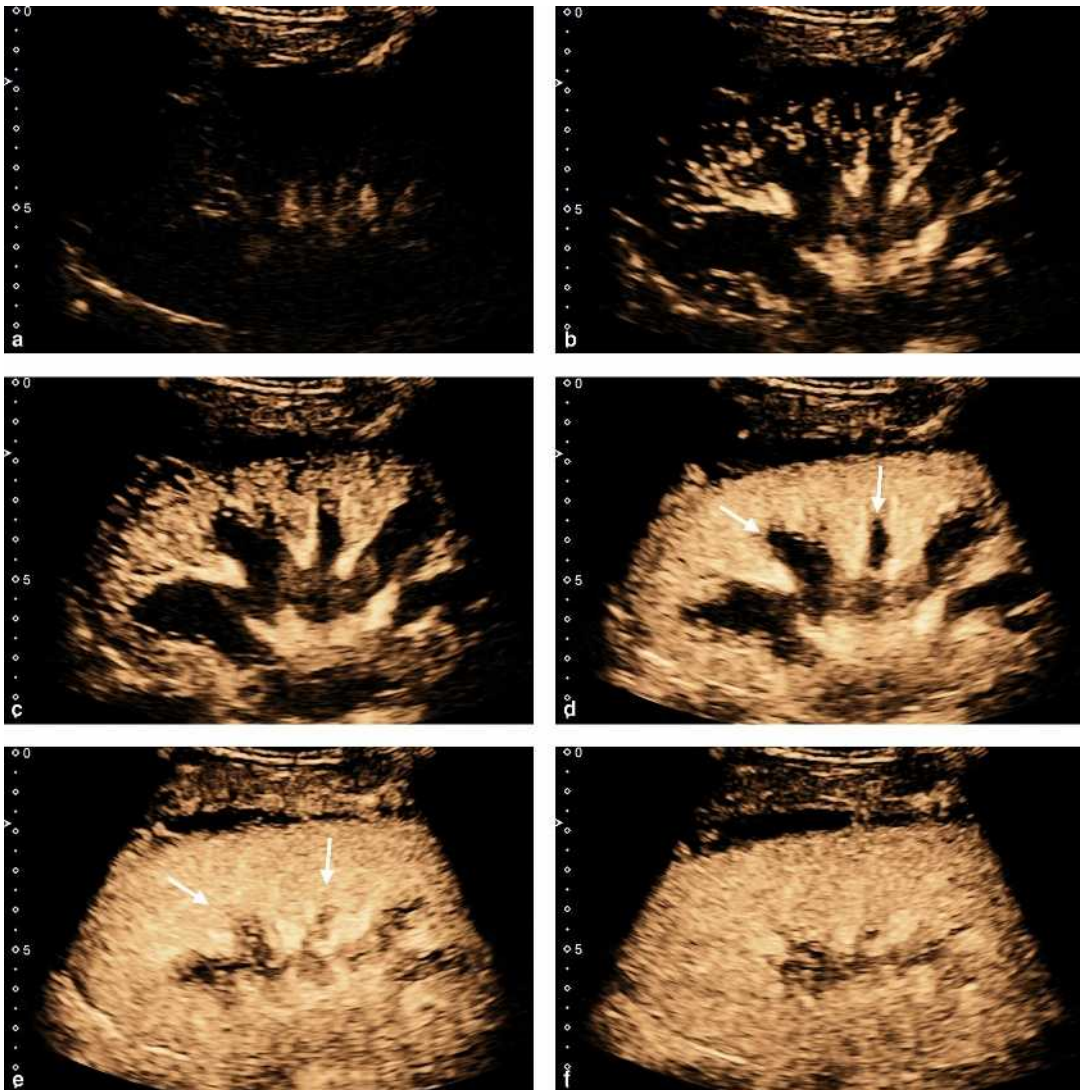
Cinétique de rehaussement du rein normal en échographie de contraste. L'étude est réalisée à 3 mois d'une transplantation rénale familiale non compliquée, en mode harmonique à bas index mécanique avec une cadence image de 10 Hz, après injection intraveineuse de 0,5 ml de SonoVue®. a) Coupe longitudinale du greffon rénal avant injection. La suppression du signal tissulaire rend difficile l'identification des différentes structures. b-f) Étude du rehaussement sur un plan de coupe identique après injection, au temps artériel à 11 secondes (b), 12 secondes (c), 13 secondes (d), 19 secondes (e) et 43 secondes (f) du début de l'injection en bolus du PCUS. La prise de contraste intéresse d'abord les artères sinusales et interlobaires (b), puis le lit capillaire d'aval (c). La différenciation entre le cortex rehaussé et la médullaire non opacifiée est maximale. Dès la treizième seconde (d), la médullaire externe commence à se rehausser (flèches). Sur la figure (e), la différenciation corticomédullaire disparaît en raison du rehaussement pratiquement complet de la médullaire (flèches). Par la suite (f), le contraste diminue progressivement à la fois dans le cortex et la médullaire.
